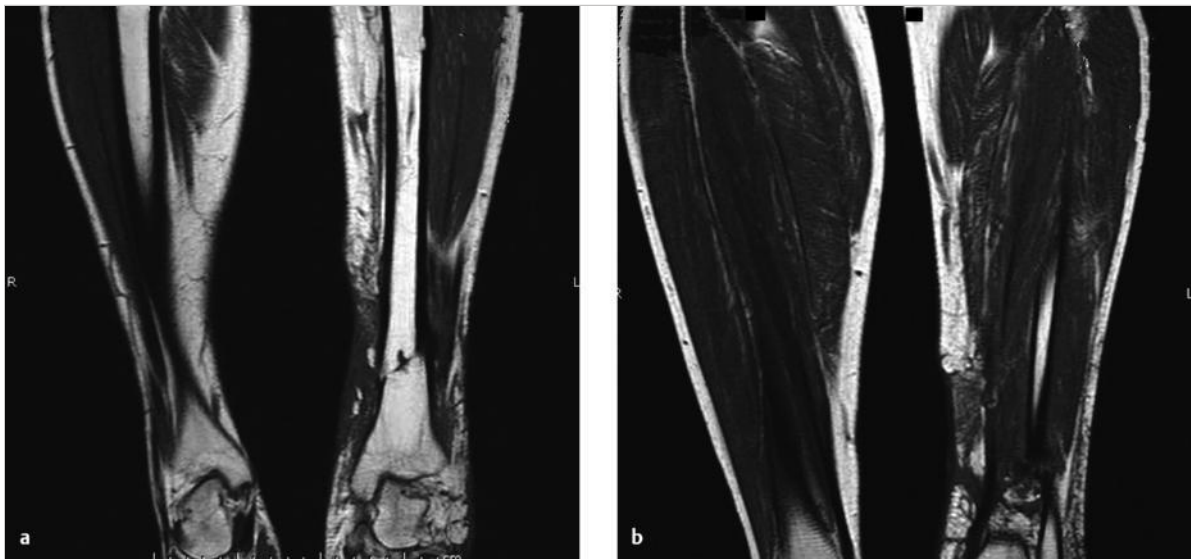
MRT-Befund bei Knocheninfektion. Nach Spülung, Débridement, verzögertem Primärverschluss und Gipsbehandlung bei offener Tibiafraktur zeigt sich die Extremität nach Abnahme des Gipsverbands geschwollen und berührungsempfindlich.
